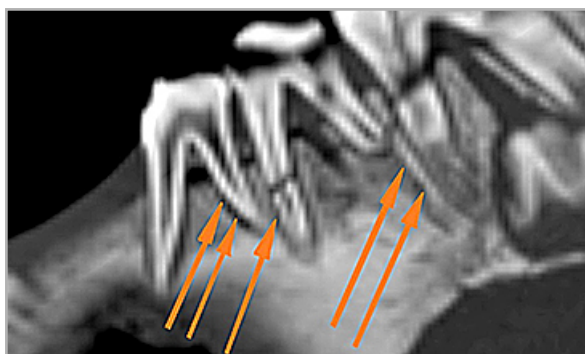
МСКТ, кососагиттальная проекция. Латеральная группа зубов на нижней челюсти. Определяются переломы корней и большое количество линейных артефактов, которые имитируют множественные переломы
